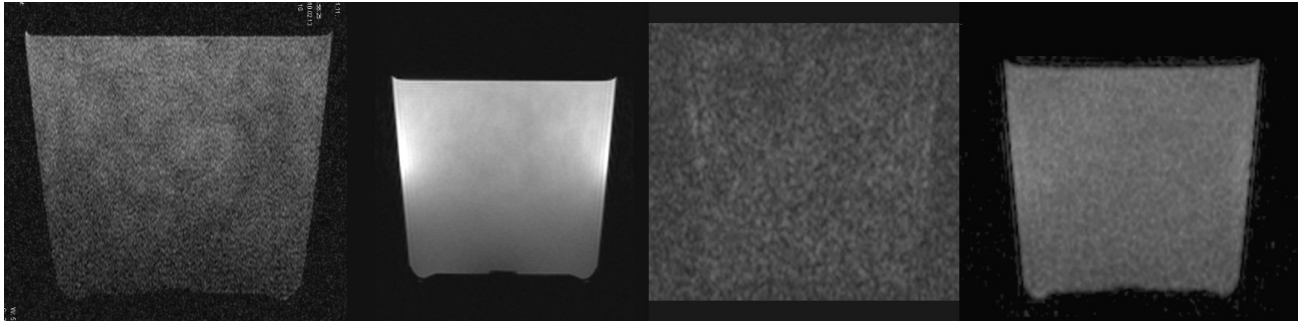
Image of a glass of water in basic sequences. The T1-weighted image shows a slightly inhomogeneous pattern with predominantly low signal intensity (Figure 1a), while the T2-weighted image demonstrates clearly high signal intensity (Figure 1b). On diffusion-weighted imaging (DWI), the trace image shows a low signal (in a quasi-random distribution) as there are no diffusion barriers in structurally homogeneous water (Figure 1c). The ADC map exhibits a slightly inhomogeneous high signal (Figure 1d).
